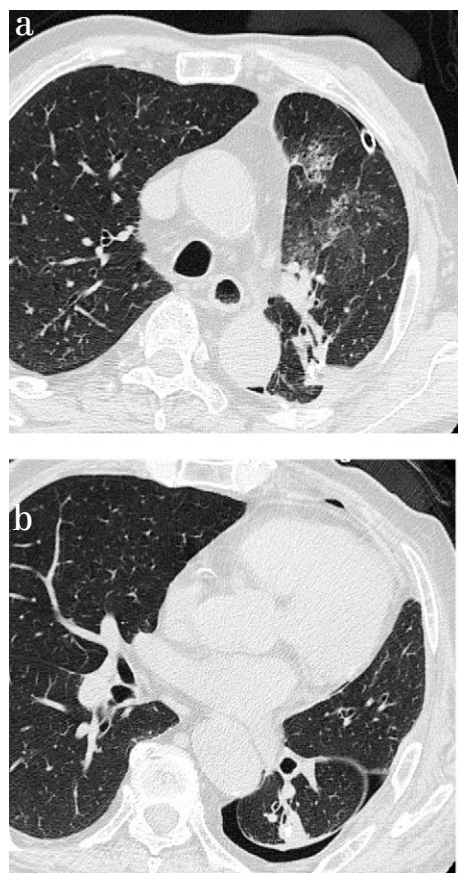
a, b 胸部CT 左下葉部分切除周囲にフリースペースを認めた
